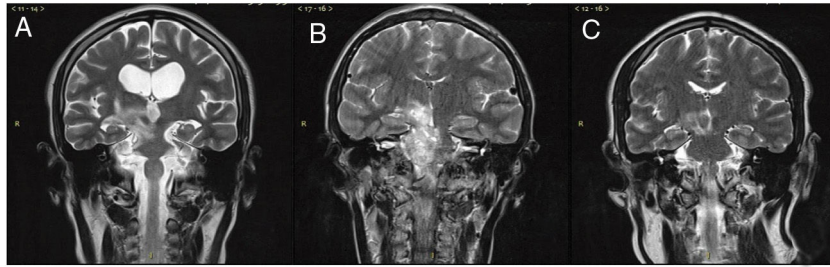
cortes coronales en resonancia magnética craneal, secuencia T2.
